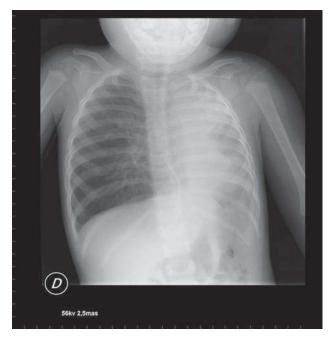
Radiographie pulmonaire montrant une atélectasie complète du poumon gauche.
